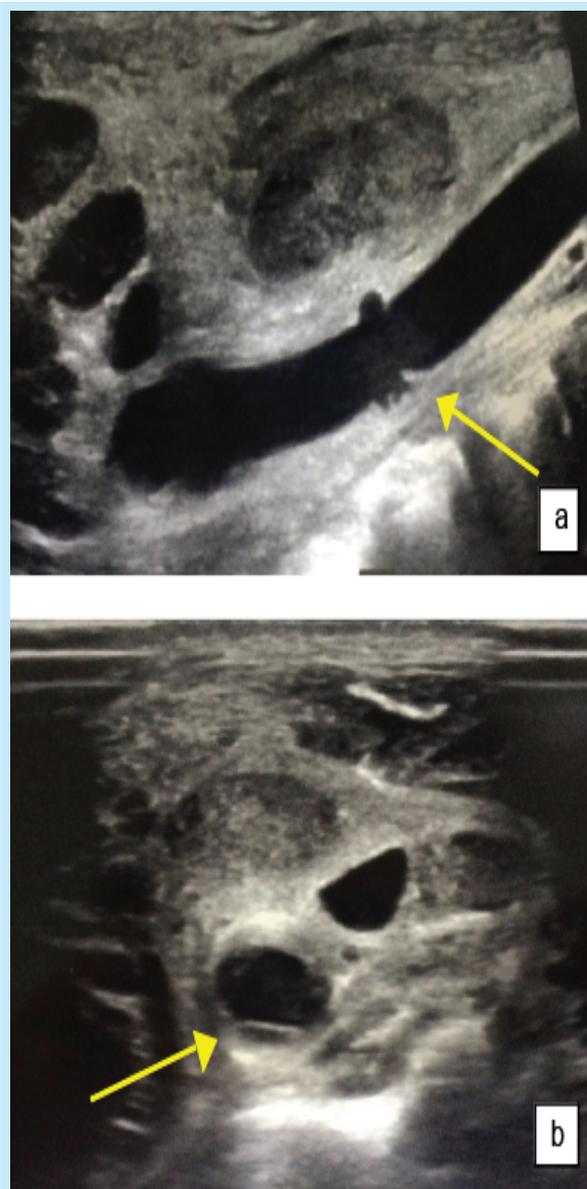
Echodoppler cervical montrant la dissection de l'artère carotide interne (a : Coupe longitudinale ; b : coupe transversale)
